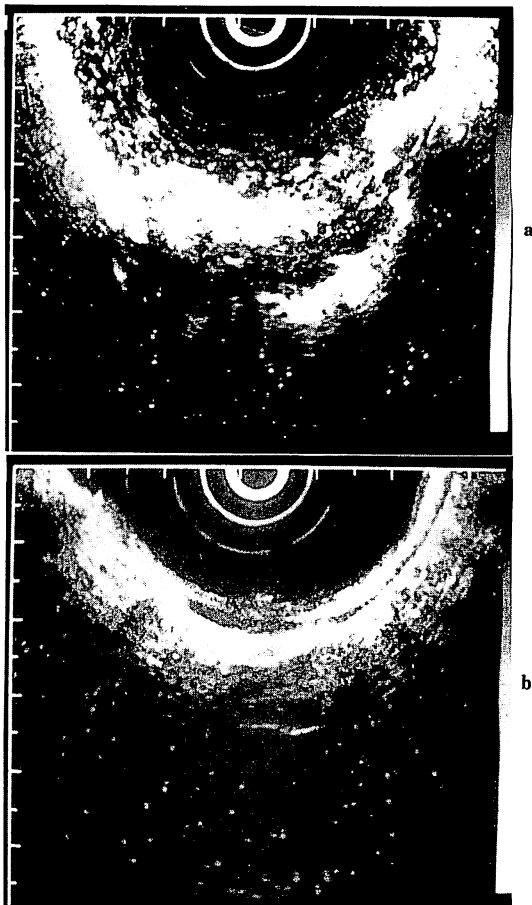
Endoscopic ultrasound sonographic findings of case 3.
